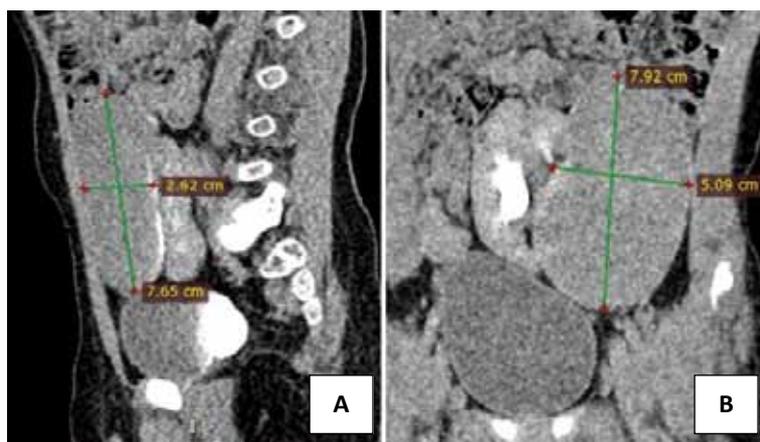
Данные спиральной компьютерной томографии: А, В — визуализируется расширенная лоханка тазово-дистопированной почки
